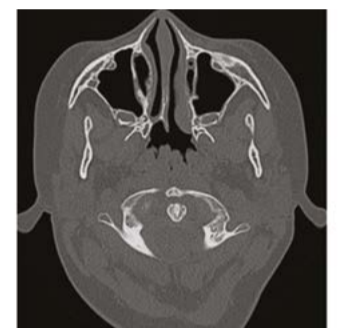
Атрезия хоаны справа по данным компьютерной томографии
